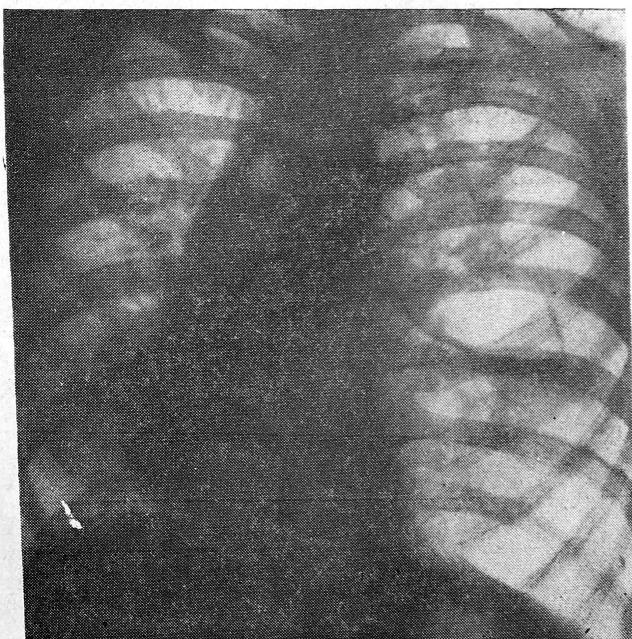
Обзорная рентгенограмма больной К., 15 лет. Поликистоз легкого с клапанным механизмом, органы средостения резко смешены вправо.
